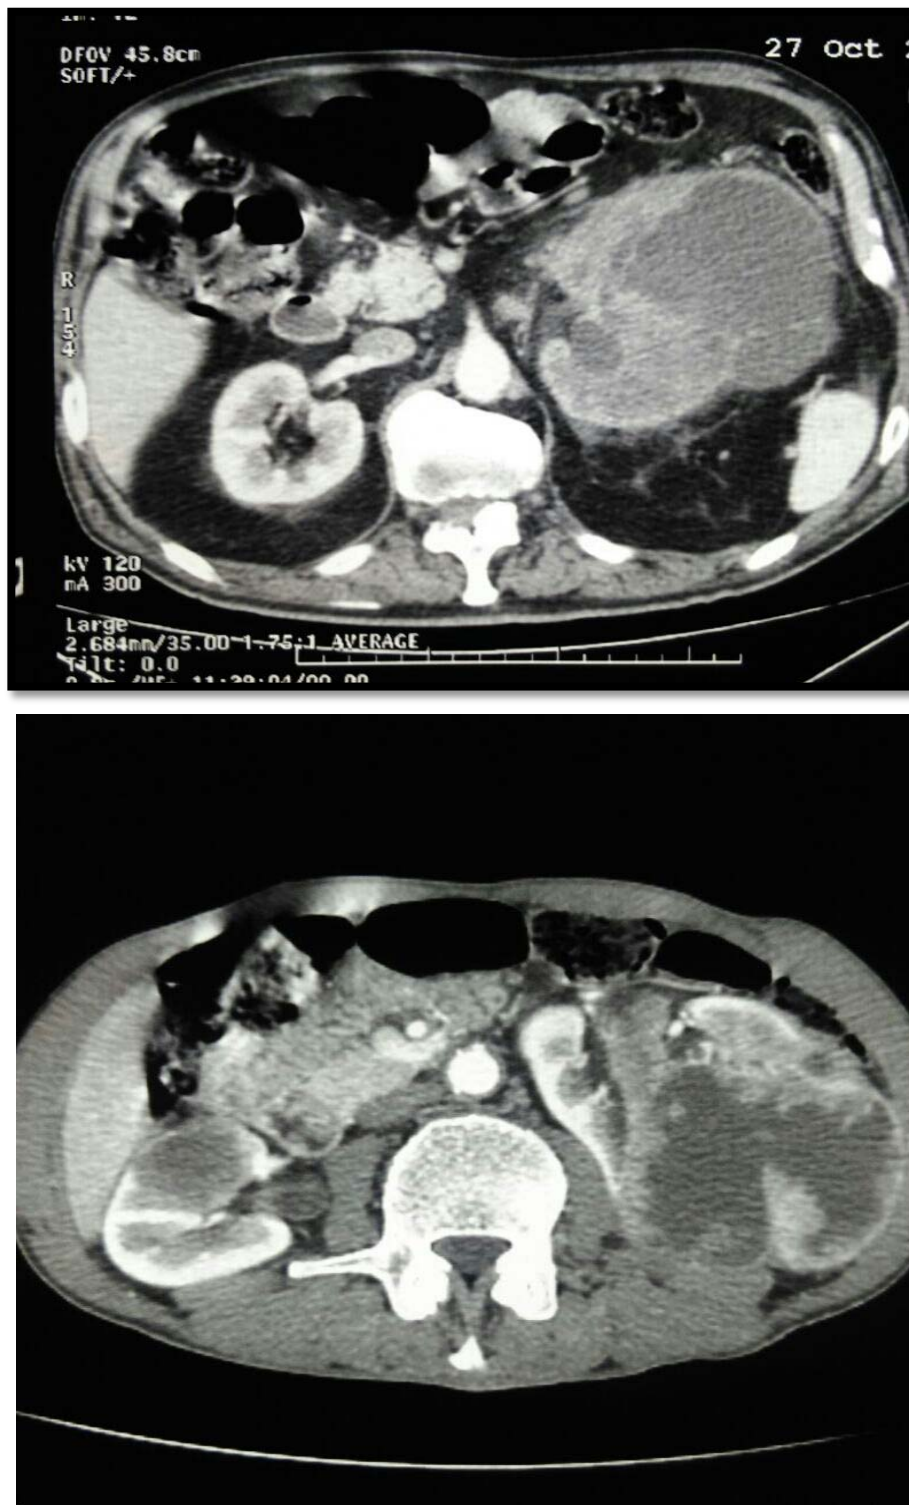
TDM abdominale encoupes axiales objectivant : une volumineuse tumeur rénale gauche nécrosée.
